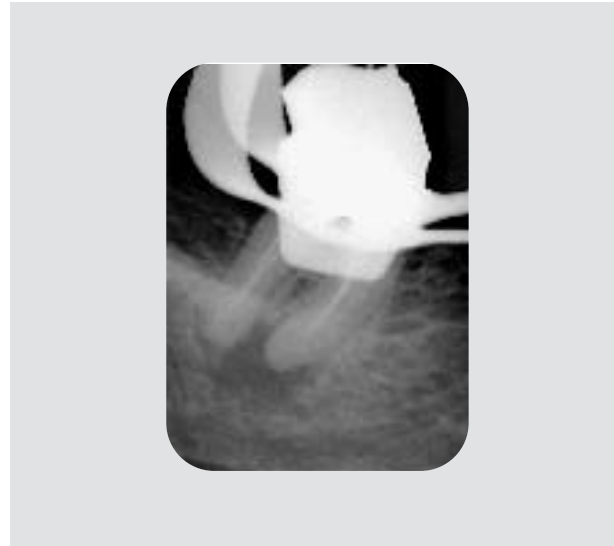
Röntgenmessaufnahme des Zahns 48. Die alte Wurzelkanalfüllung ist vollständig entfernt worden. Die Arbeitslänge für den mesiolingualen Kanal muss um 2 mm nach apikal korrigiert werden.
